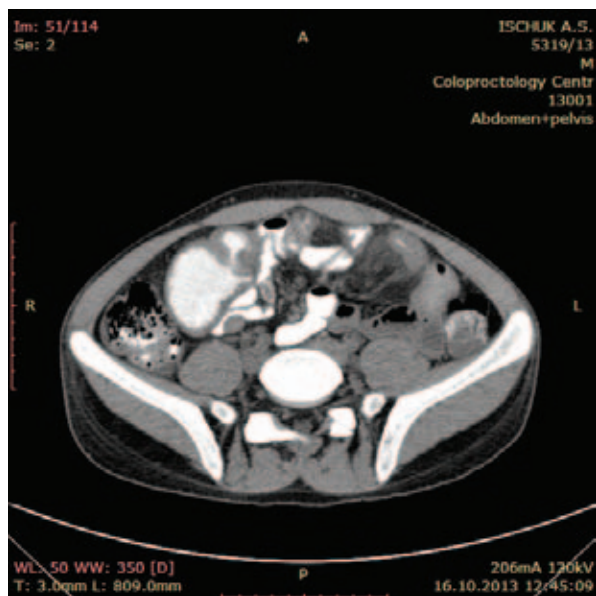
КТ-энтерография, аксиальный срез. Рубцово-воспалительная стриктура подвздошной кишки, сопровождающаяся супрастенотическим расширением просвета подвздошной кишки с локальным утолщением стенки до 1 см, обусловленная болезнью Крона
